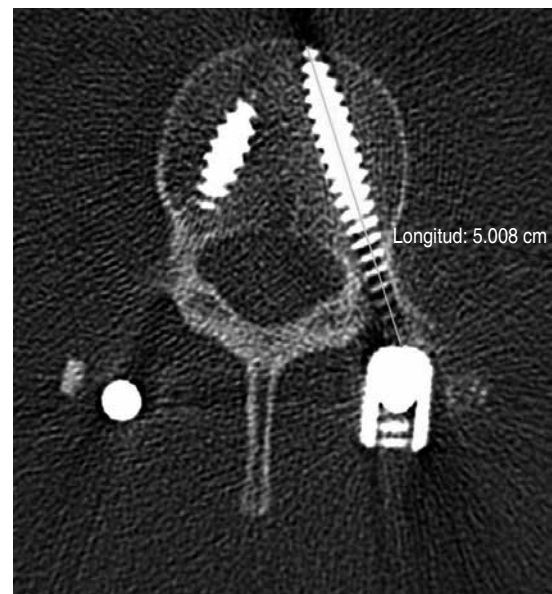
Resultados postoperatorios. Medición de la longitud del tornillo pedicular en la tomografía computarizada de control.
